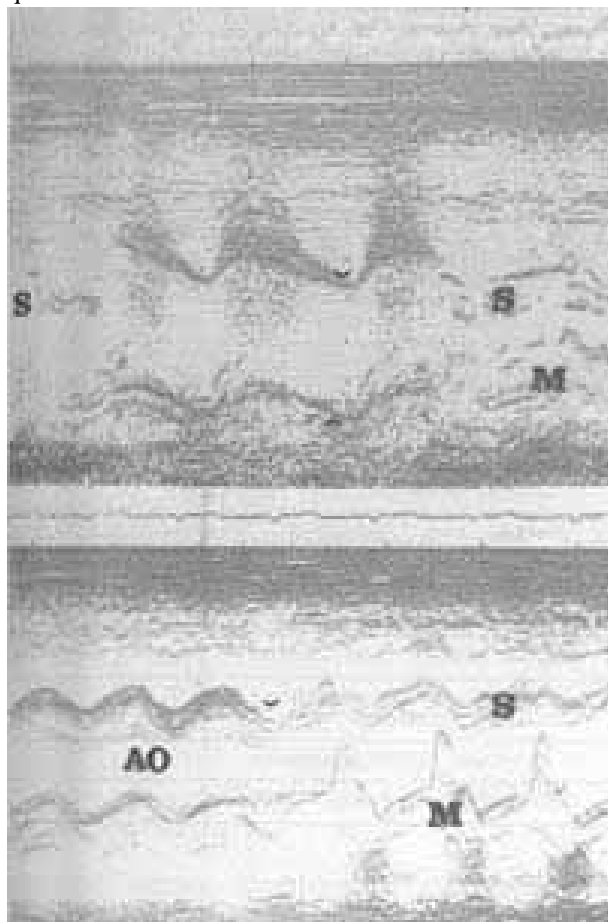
Ecocardiografia pré-operatória (em cima) e pós-operatória (em baixo). Notar o alinhamento aórtico septal no pós-operatório - caso 2.
